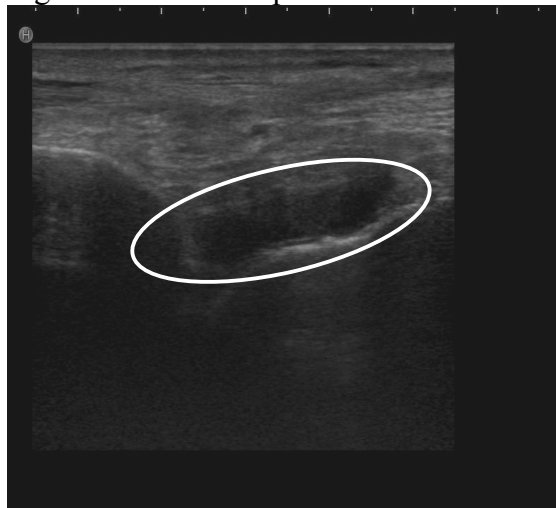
particolare del Versamento articolare valutato con esame ecografico.
